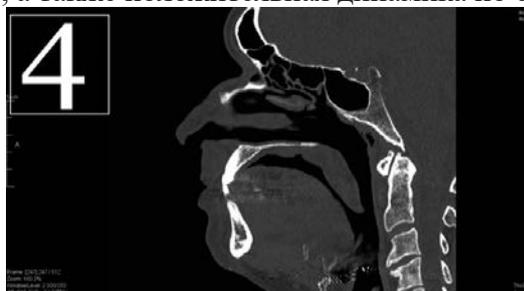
Данные МСКТ по результатам контрольного осмотра, сагиттальный срез
